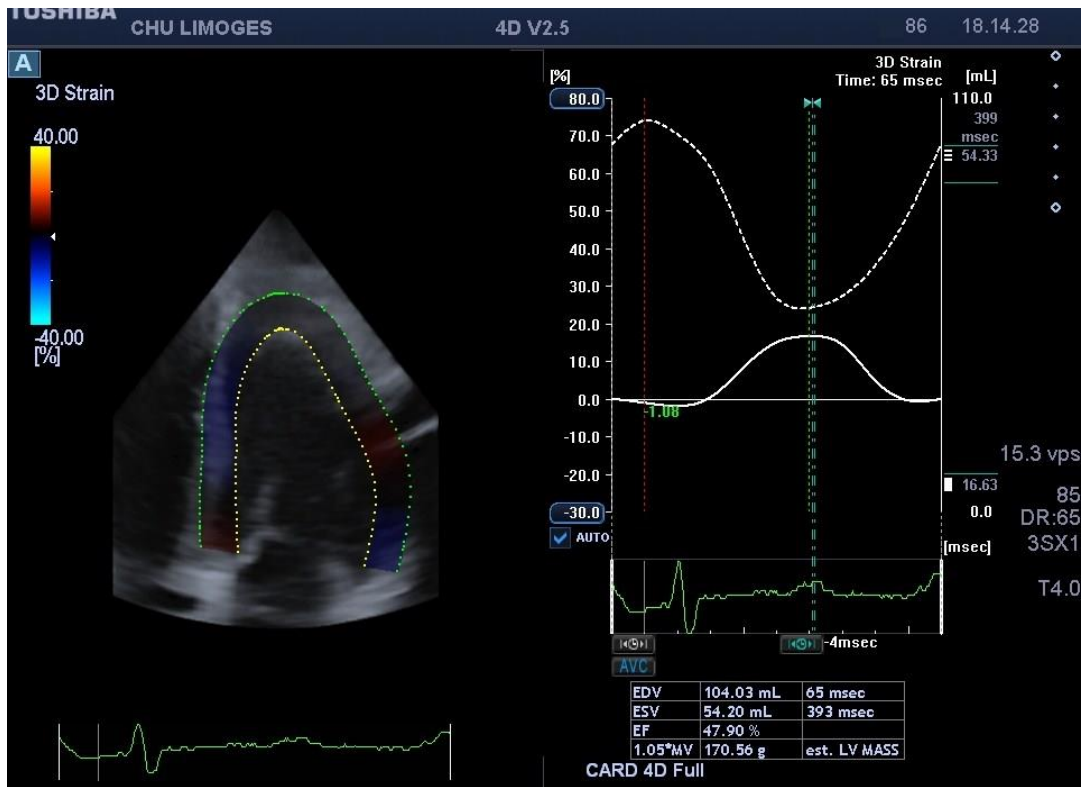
Exemple de 3D strain global du VG. Source : images extraites d'un examen réalisé dans notre service au CHU de Limoges et recueillies sur l'échographe Toshiba
